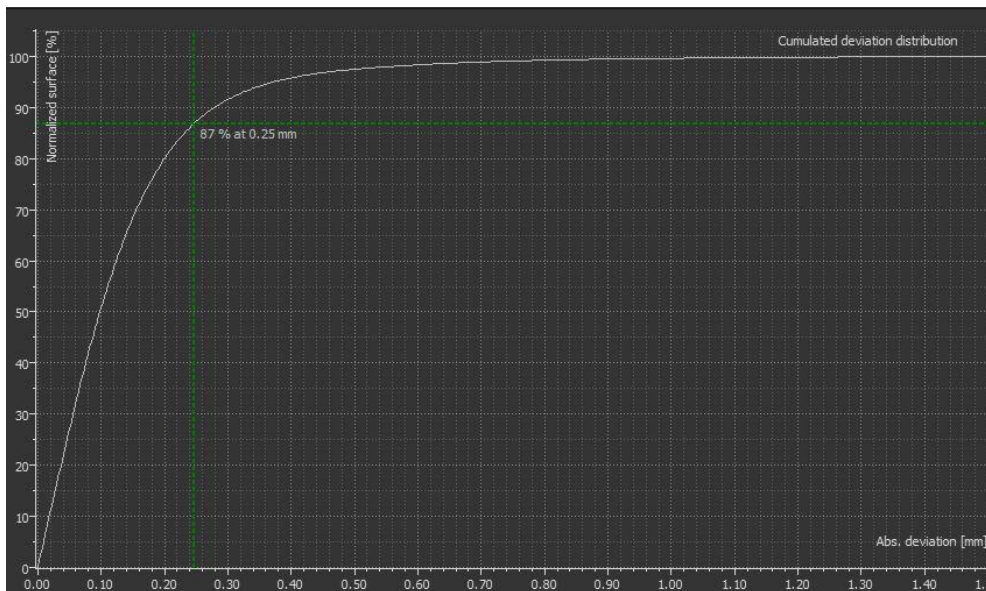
Kumulatives Histogramm der Matching-Präzision der Schädelbasis-Oberfläche; 87% bei einer CBCT Auflösung von mindestens 250µm; x/y-Achse: präzise überlagerte Oberfläche in % und Abweichung in mm
